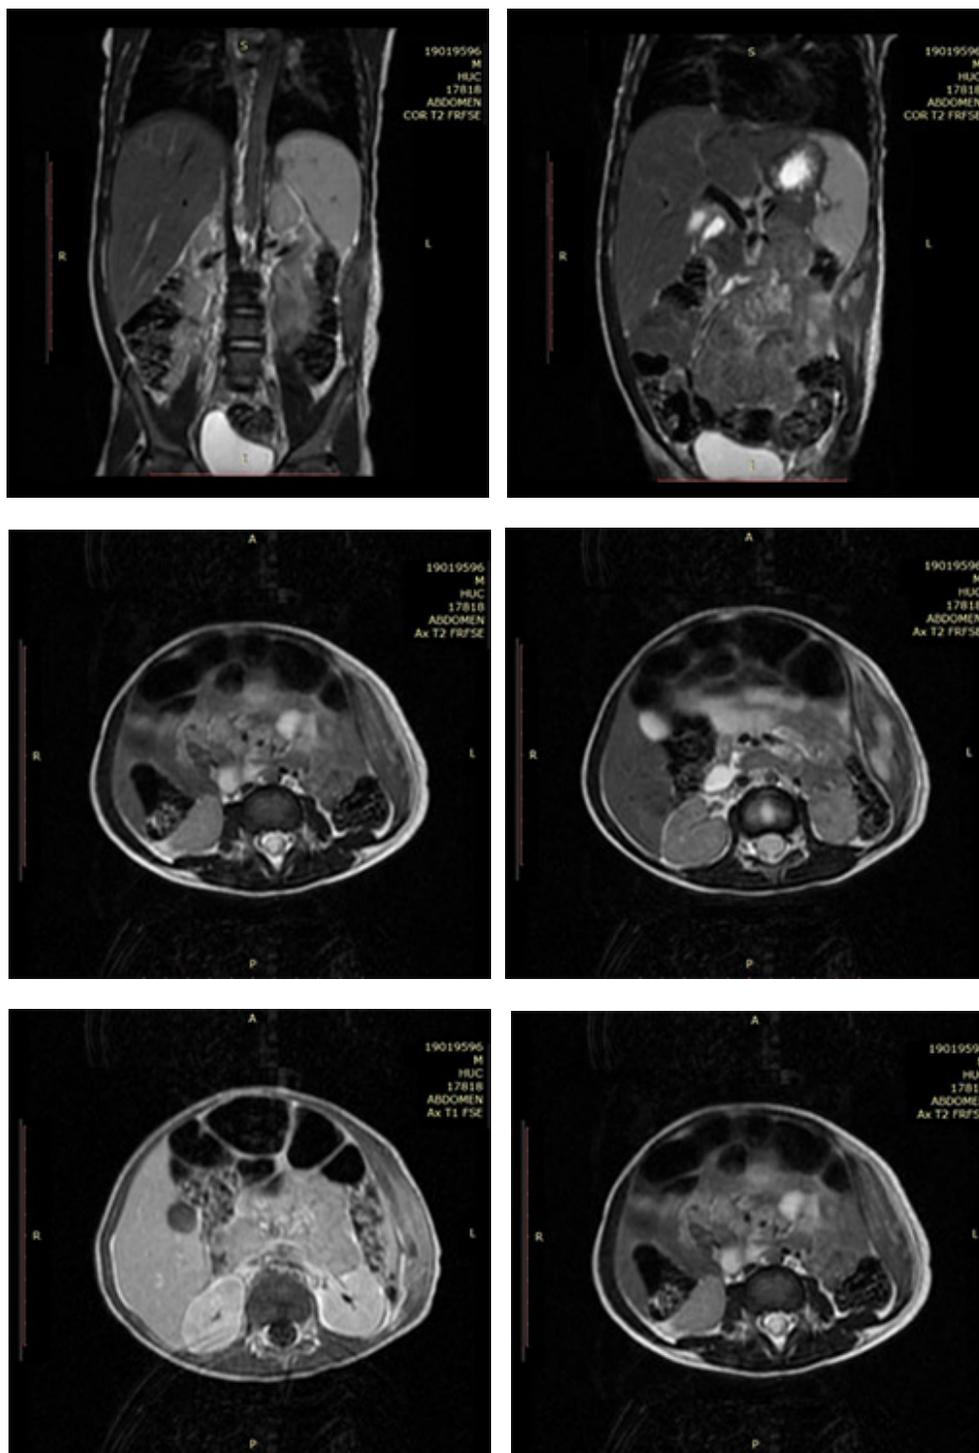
Resonancia magnética abdominal con gadolinio, cortes coronal en T1 y axial en T1 y T2, 09/11/17.
